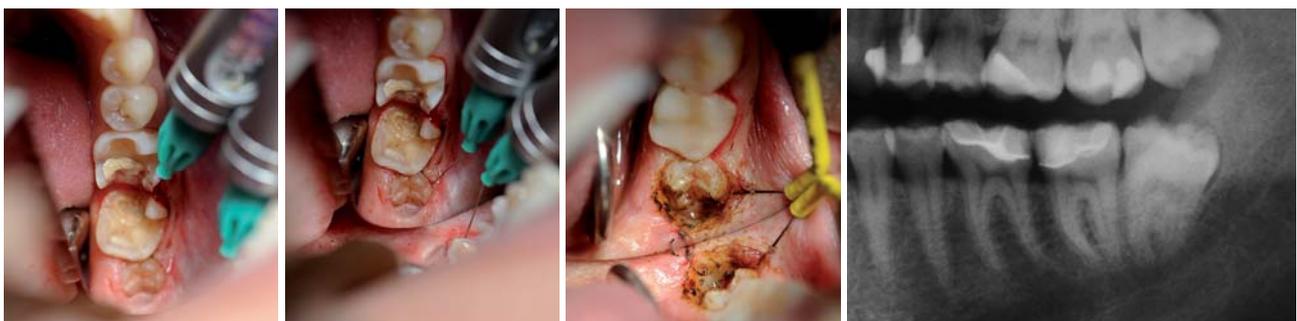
Applikation in den Desmodontalspalt. – Abb. 4: Applikation auch bei teilretinierten Zähnen möglich. – Abb. 5: Gingivaexzision und Freilegung. – Abb. 6: Röntgenbefund nach Eingliederung der IPS Empress-Teilkronen auf 36,37 und Darstellung des klinisch teilretinierten Zahnes 38.
